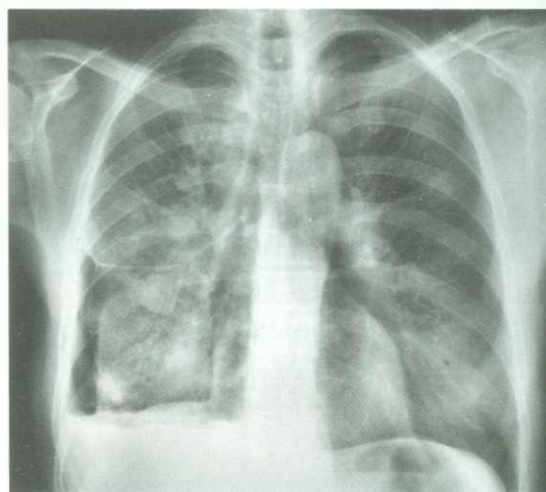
Radiografia do tórax demonstrando nível hidroaéreo na cavidade pleural.
